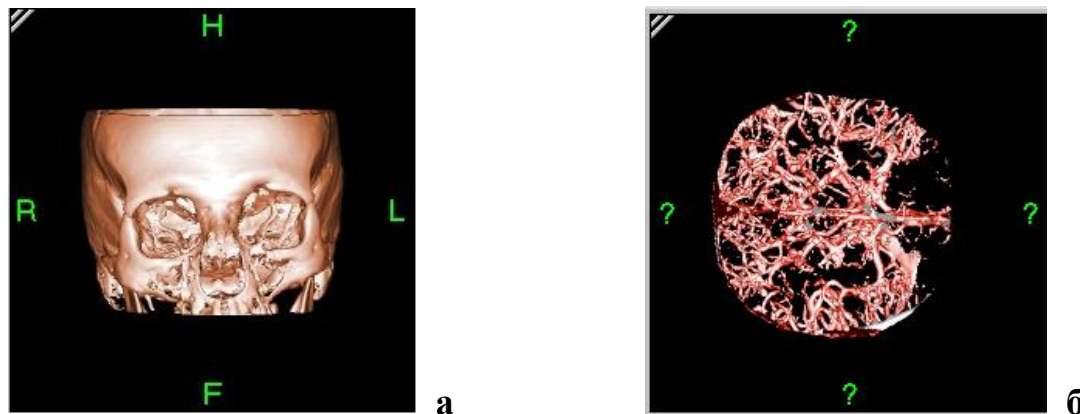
Томограма кісткової тканини (а) та судин мозку (б) ГОЛОВИ ЛЮДИНИ
